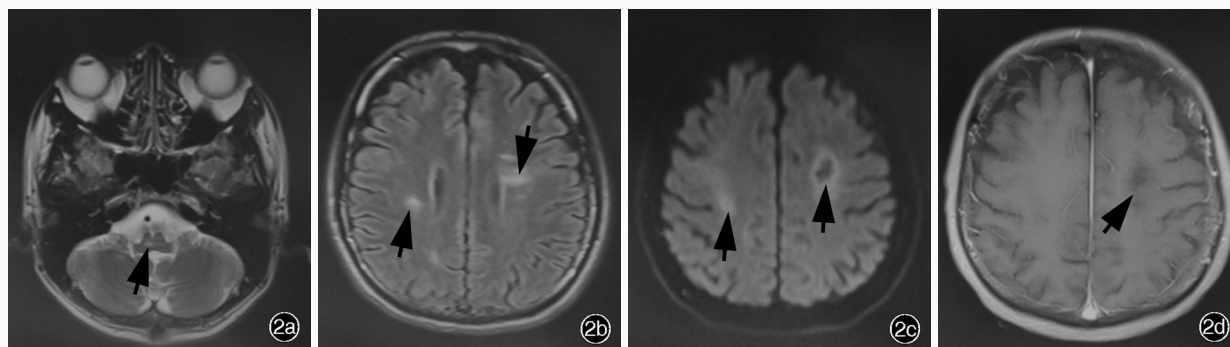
例2患者头部MRI检查所见 2a 横断面T₂WI(2014年1月4日)显示,延髓偏右片状异常高信号(箭头所示) 2b 横断面FLAIR成像显示,双侧侧脑室旁多发斑片样异常高信号(箭头所示) 2c 横断面DWI显示,左侧半卵圆中心病灶呈中心低信号、周围高信号,右侧半卵圆中心斑片样异常高信号(箭头所示) 2d 横断面增强T₁WI(2014年1月7日)显示,左侧半卵圆中心病灶无明显对比强化(箭头所示)
